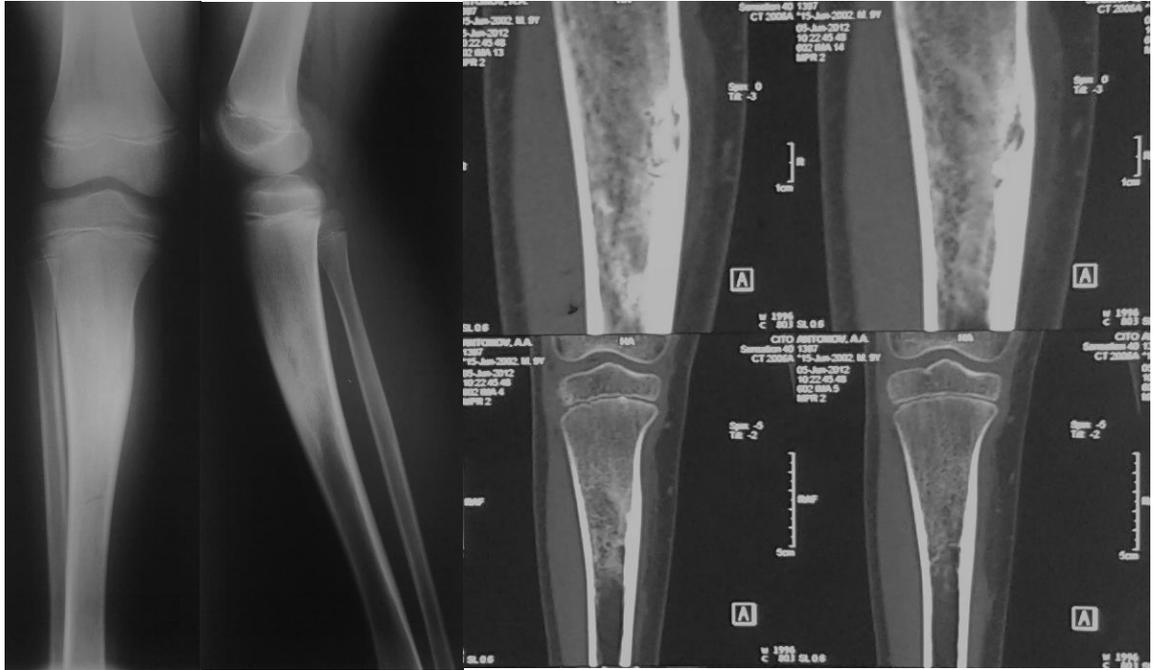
Пациент А., 10 лет, и/б 5567, диагноз: первично-хронический остеомиелит правой большеберцовой кости. Рентгенограммы и КТ до операции.
